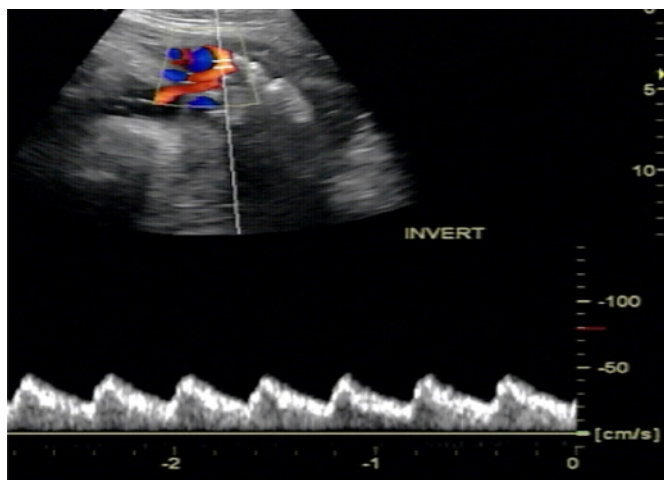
Doppler obstétrico evidenciando artéria umbilical normal. Fonte: Clínica Fértil
